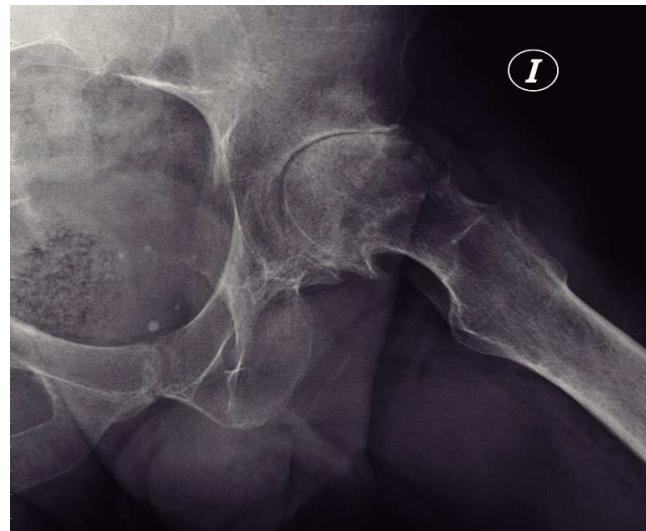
Radiografía (abducción) de 2007: caso necrosis aséptica.
